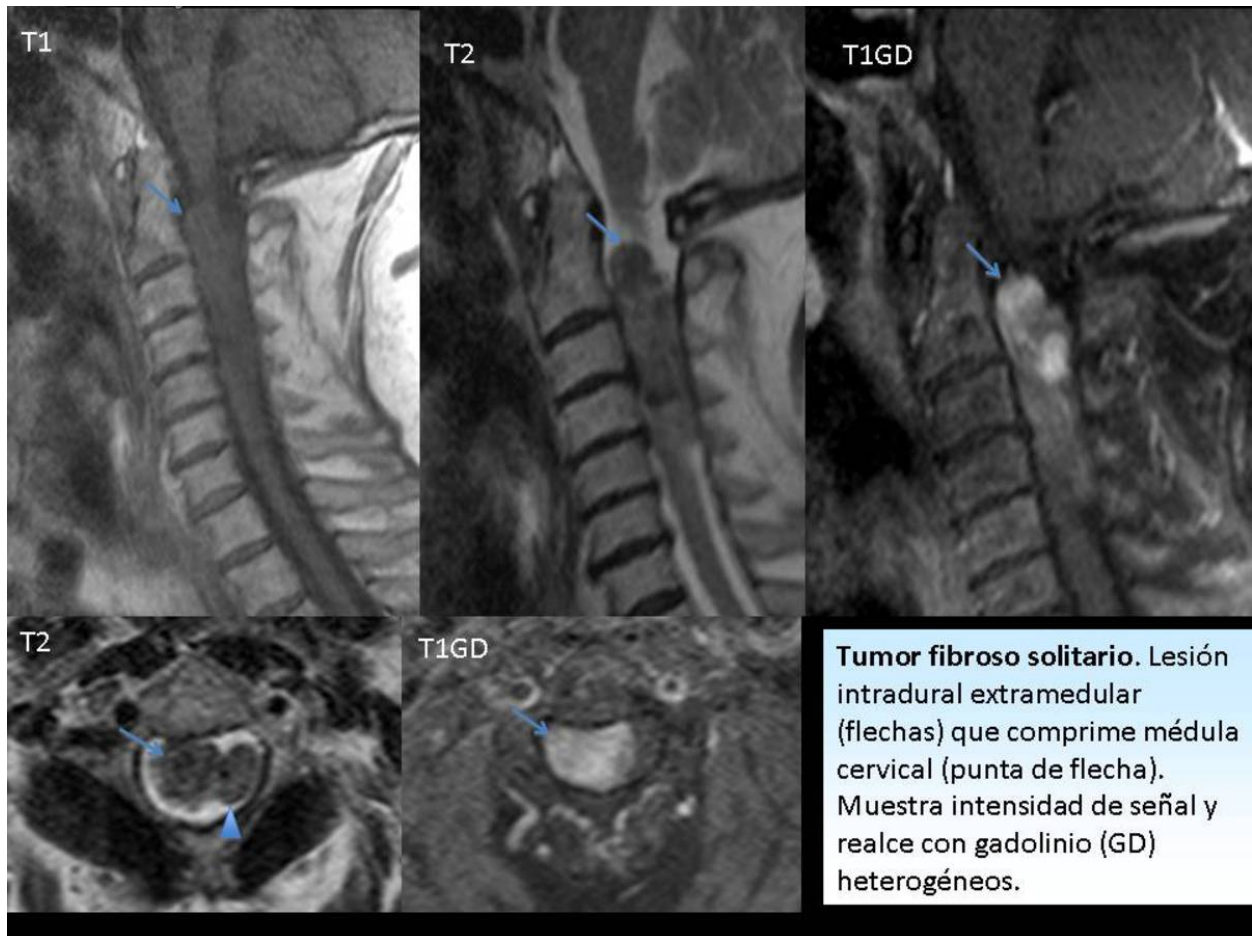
Lesión intradural extramedular. Tumor Fibroso Solitario. RM
